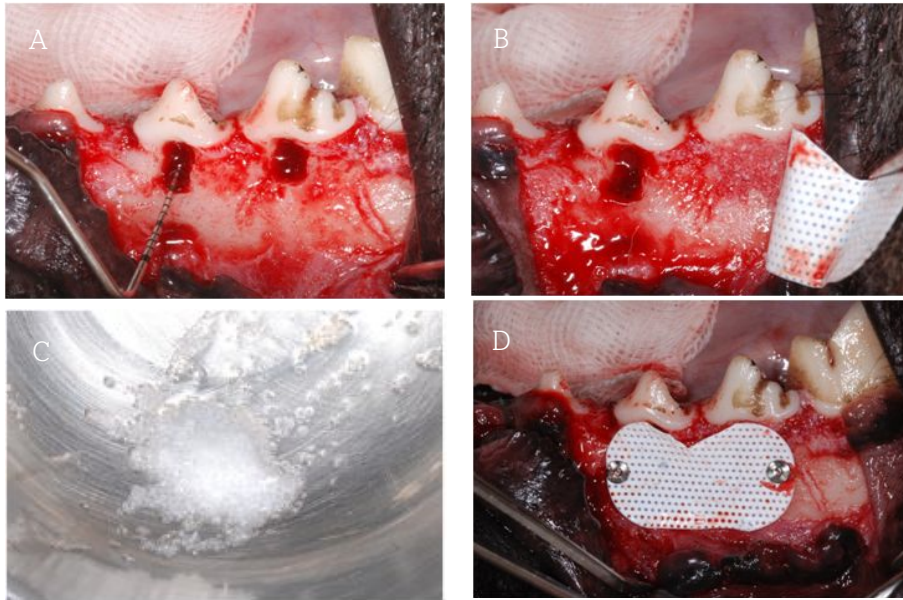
Surgical site. A) Buccal view showing the surgically created Class II furcation defects (5 x 4 x 3 mm). B) No graft placement (group PTFE) and Auto-BT[®] powder placement (group PTFE/Auto-BT[®]). C) Autogenous tooth bone powder (Auto-BT[®]). D) PTFE membrane and Bone Tack[®] placement (both groups).
